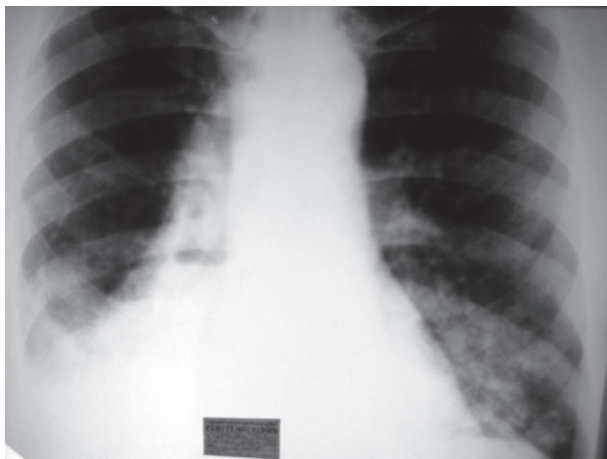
Рентгенограма ОГП в прямій проєкції хворого Х.
